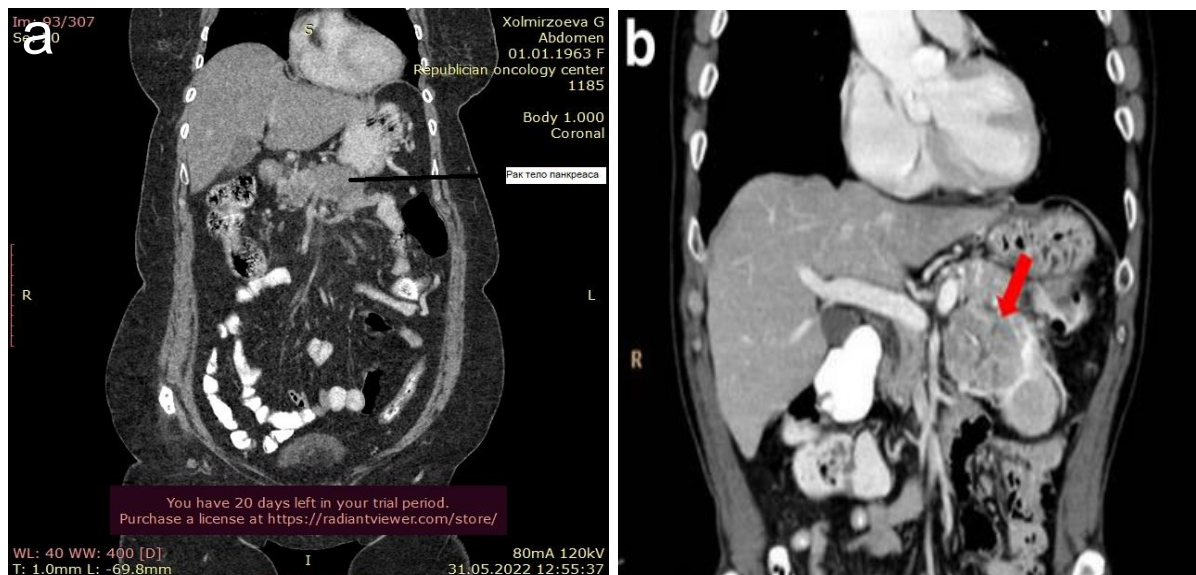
МСКТ. Рак тела поджелудочной железы (а). Аденокарцинома хвоста поджелудочной железы с инфильтрацией в селезенку (b)
